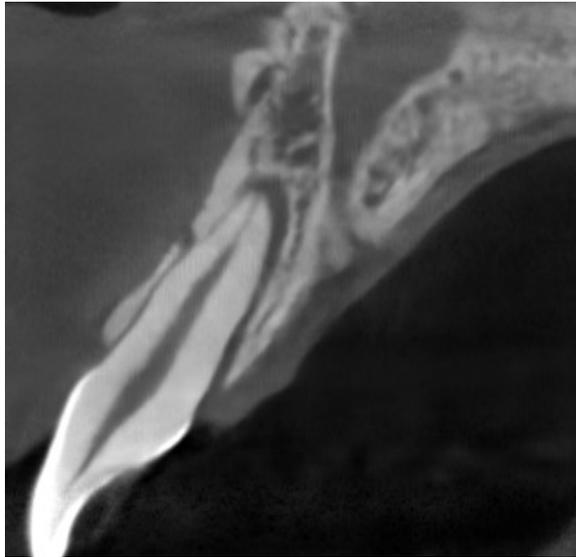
#12 CBCT sagittal view
